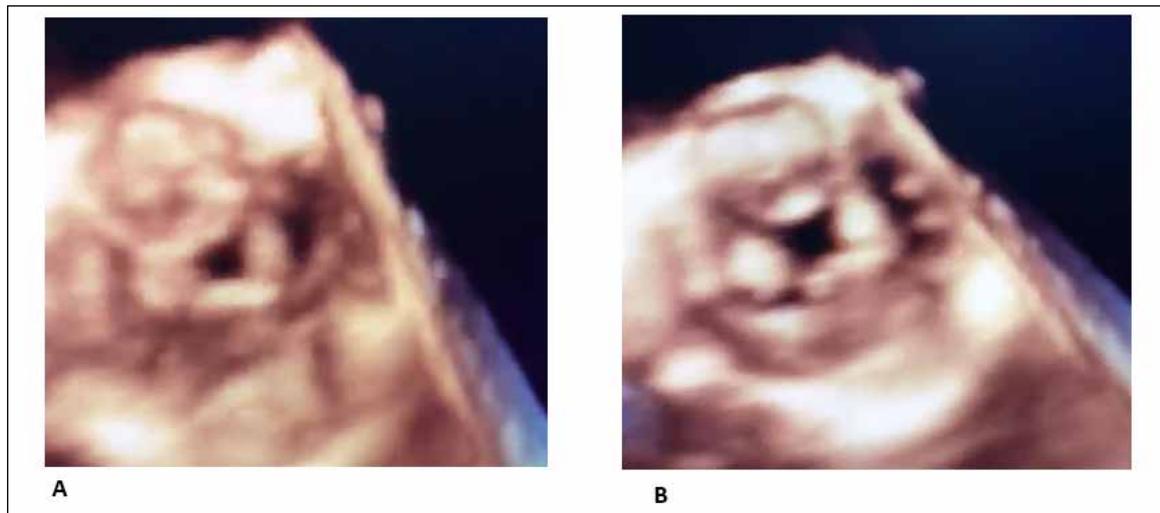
Ecocardiograma Tridimensional. A- VAQ com fechamento incompleto. B- VAQ aberta.
